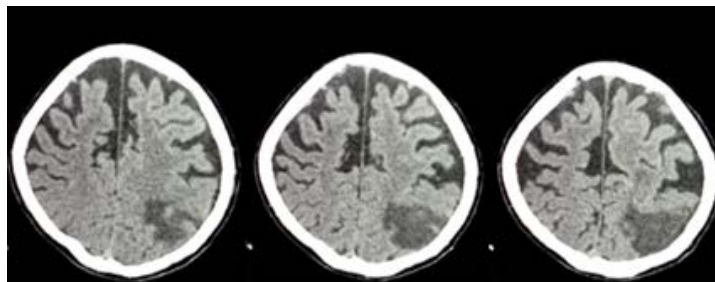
TAC de cráneo sin contraste con lesión hipodensa en región parietal izquierda, secundaria a evento isquémico.
